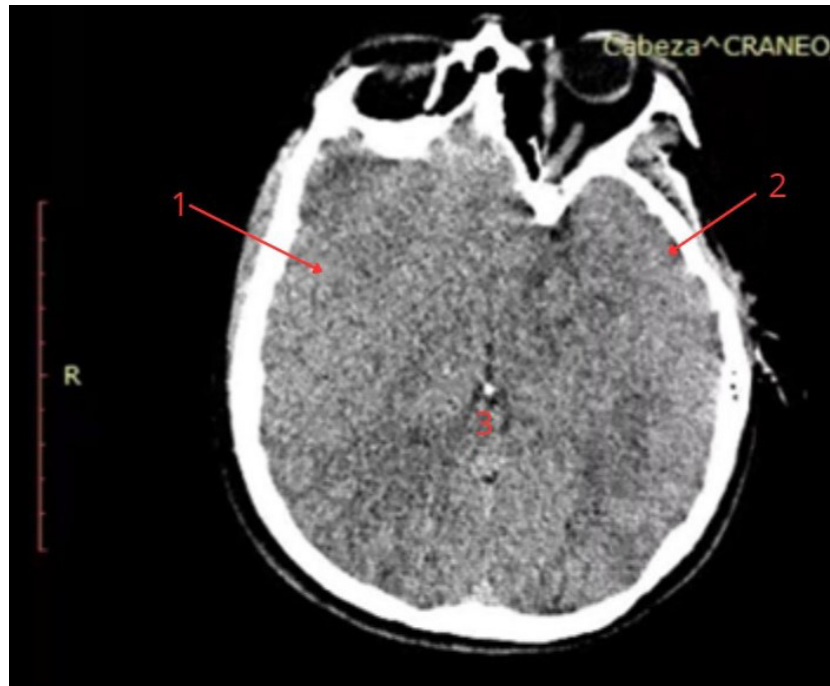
Tomografía computarizada simple de cráneo en corte axial que muestra edema cerebral difuso y signos de hipertensión intracraneal a nivel de los ventrículos laterales. Los hallazgos de la tomografía computarizada simple de cráneo en corte axial incluyen: 1) Se observa disminución de la diferenciación entre la sustancia gris y la sustancia blanca, lo que sugiere la presencia de edema cerebral difuso asociado a un aumento de la presión intracraneal. 2) Se evidencia el borramiento de los surcos corticales, lo que sugiere un aumento de la presión intracraneal secundario a la tumefacción cerebral. 3) Se observa reducción del tamaño de los ventrículos laterales, compatible con hipertensión intracraneal, lo que indica desplazamiento del líquido cefalorraquídeo por edema cerebral
